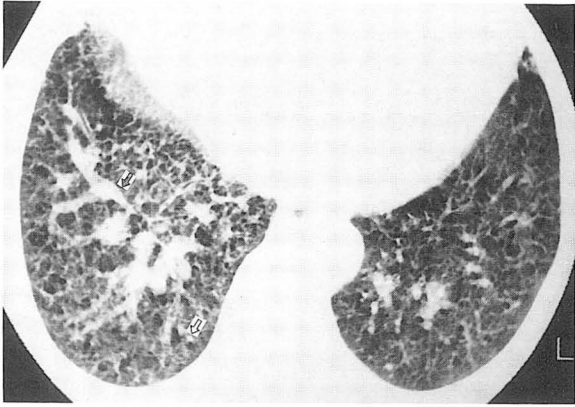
64-year-old female with thyroid cancer, CT scan shows thickening of interlobular septa and of central bronchovascular bundles (black arrow), and adjacent multiple nodules (white arrow). In lymphangitis metastasis, nodules are smaller than those of typical hematogenous metastasis.
